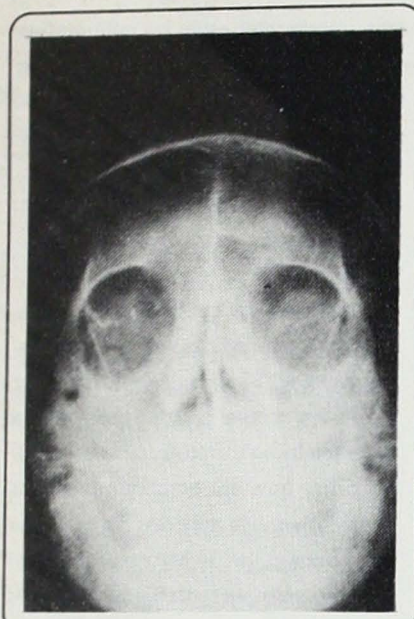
Radiografía en posición de Waters donde se observa la opacidad de ambos senos maxilares.
